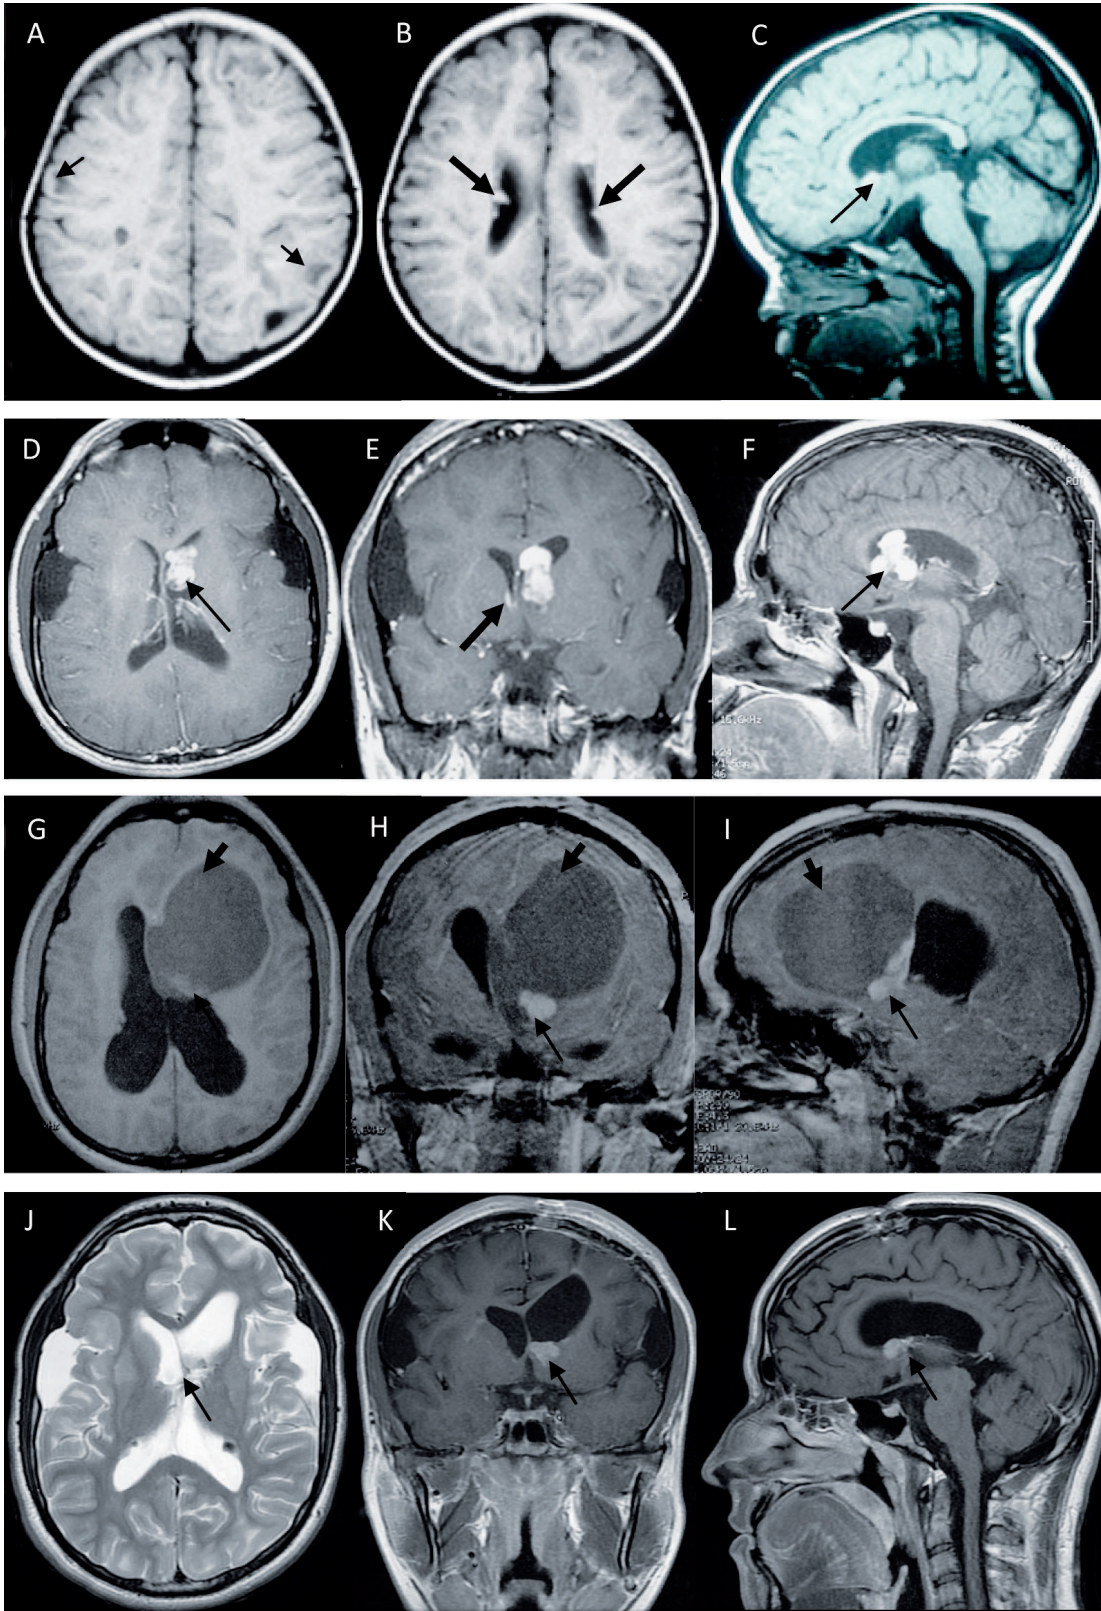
RMN cerebral durante el período de observación radiológica. Esta muestra la evolución del SEGA a partir de un nódulo subependimario a los 17 meses (A-C) y 16 años (D-F). En el período quirúrgico, se evidencia el crecimiento del componente sólido y la degeneración quística del SEGA tras el primer posoperatorio en el 2011 (G-I). En el período de manejo farmacológico con el inhibidor mTOR (everolimus), las imágenes control a los 5 meses (J-L) demuestran la disminución del componente sólido, no hay evidencia del componente quístico. Túberes (→), nódulos subependimarios (←→), SEGA sólido (→), SEGA quístico (←→).
